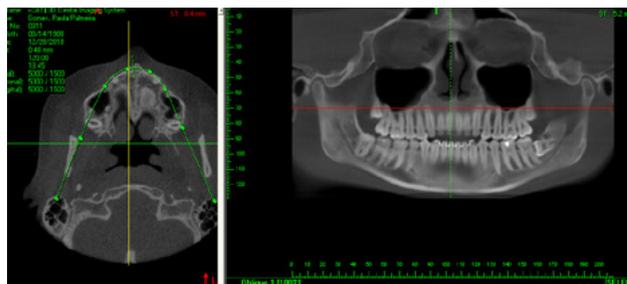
Imagem panorâmica da tomografia computadorizada.
